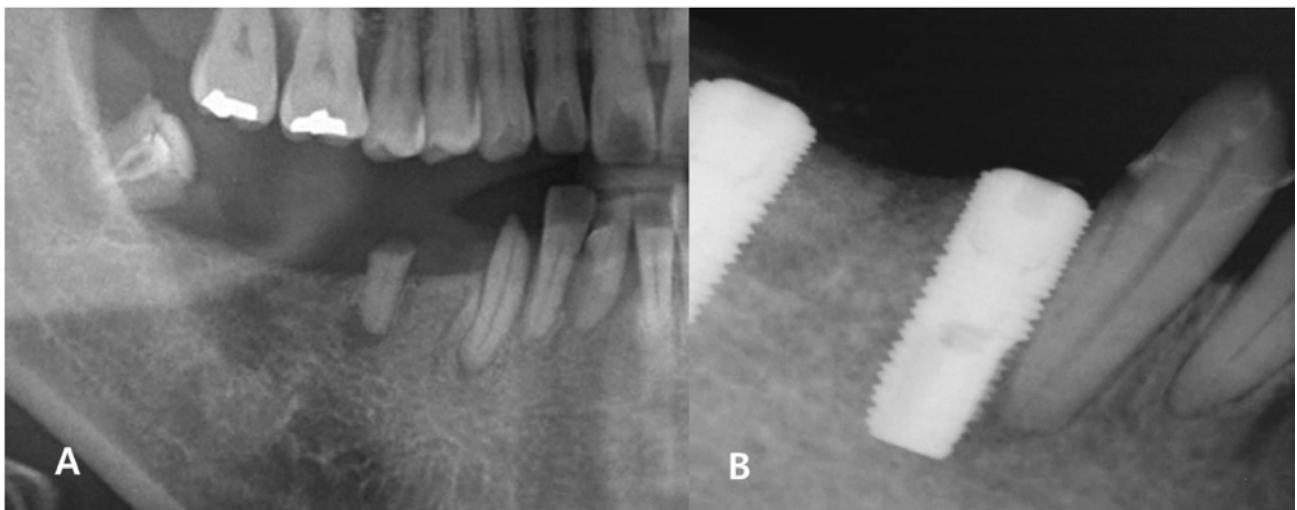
(A) Preoperative panoramic radiograph. Periapical radiolucency is shown at right 1st premolar. (B) Periapical radiograph after implant placement. The implant was contacted with adjacent tooth root.
